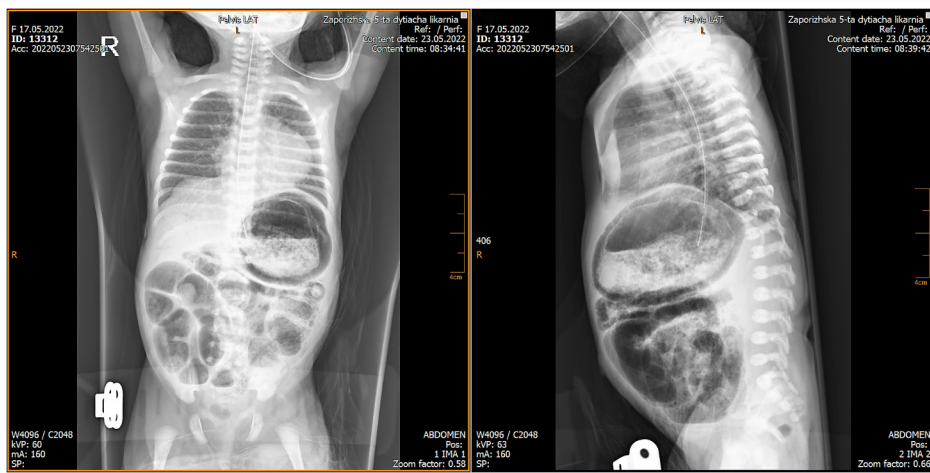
Рентгенографія органів черевної порожнини на шосту добу життя пацієнта. Виразений пневматоз кишківника, припущення про наявність вільного газу в черевній порожнині.
